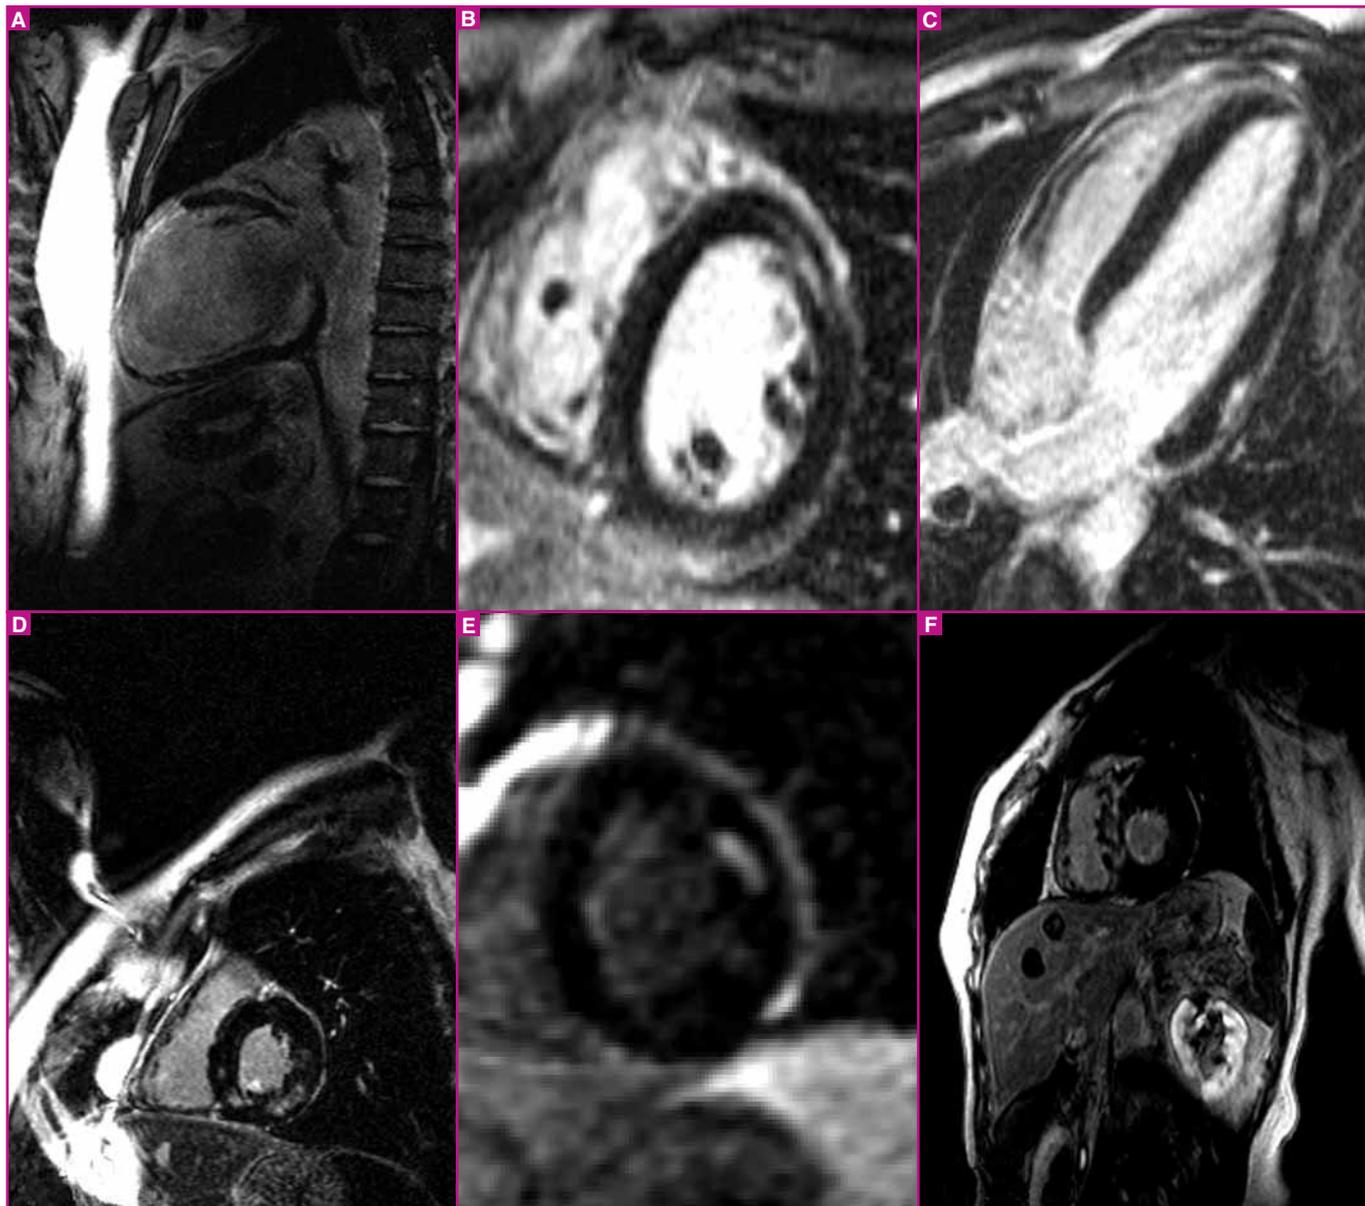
IRM. Images de réhaussement tardif 10 minutes après injection de gadolinium dans six situations pathologiques différentes : infarctus antérieur (A), stries linéaires médio-pariétales d'une cardiomyopathie dilatée primitive (B), nodules épicaudiques d'une myocardite (C), lésions diffuses patchy et en cercle de l'amylose cardiaque (D), granulome sarcoïdosiue (E), fibrose de cardiomyopathie hypertrophique (F). Le rôle pronostique est démontré pour A, B, et F.
